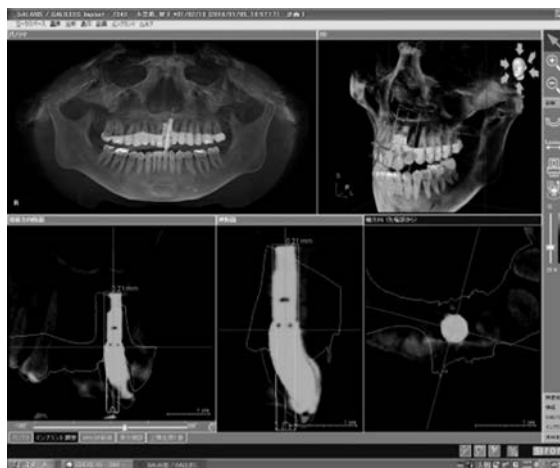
インプラントの位置の誤差はインプラント深度で0.21 mm。ほぼドリリング誤差以内。つまり模型をスキャンによりCT撮影せずインプラントの埋入位置が確認できる。
